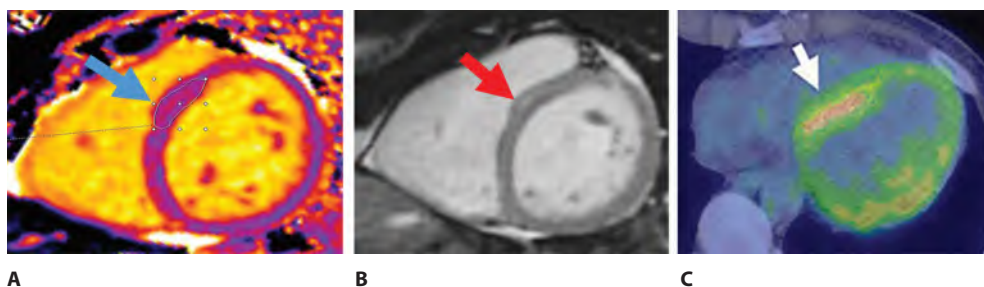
Мультимодальная визуализация сердца пациентки А. в 2-камерной проекции по короткой оси: А – T1-картирование при МРТ (синей стрелкой указана зона отека); В – МРТ с отсроченным накоплением контраста в септальной области (красная стрелка); С – ФДГ-ПЭТ с незначительной аномальной метаболической активностью в области межжелудочковой перегородки (белая стрелка)
